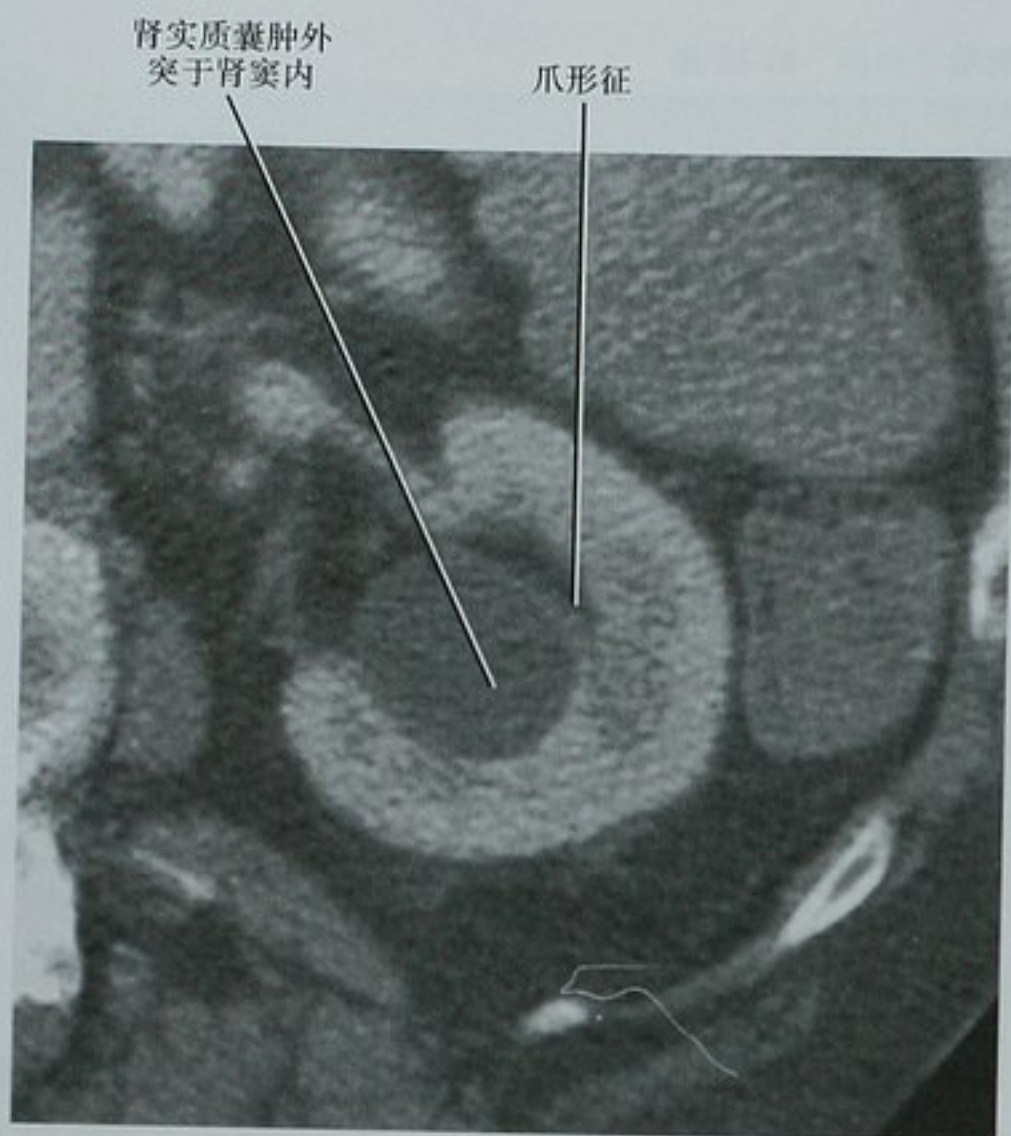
增强 CT 左肾横断位图像显示圆形的皮质囊肿突入肾窦内,是肾盂旁囊肿的特征。在超声上,这种类型的球形囊性病变偶尔与扩张的肾盂混淆,但由于其缺少肾盏扩张,应该能准确定性
